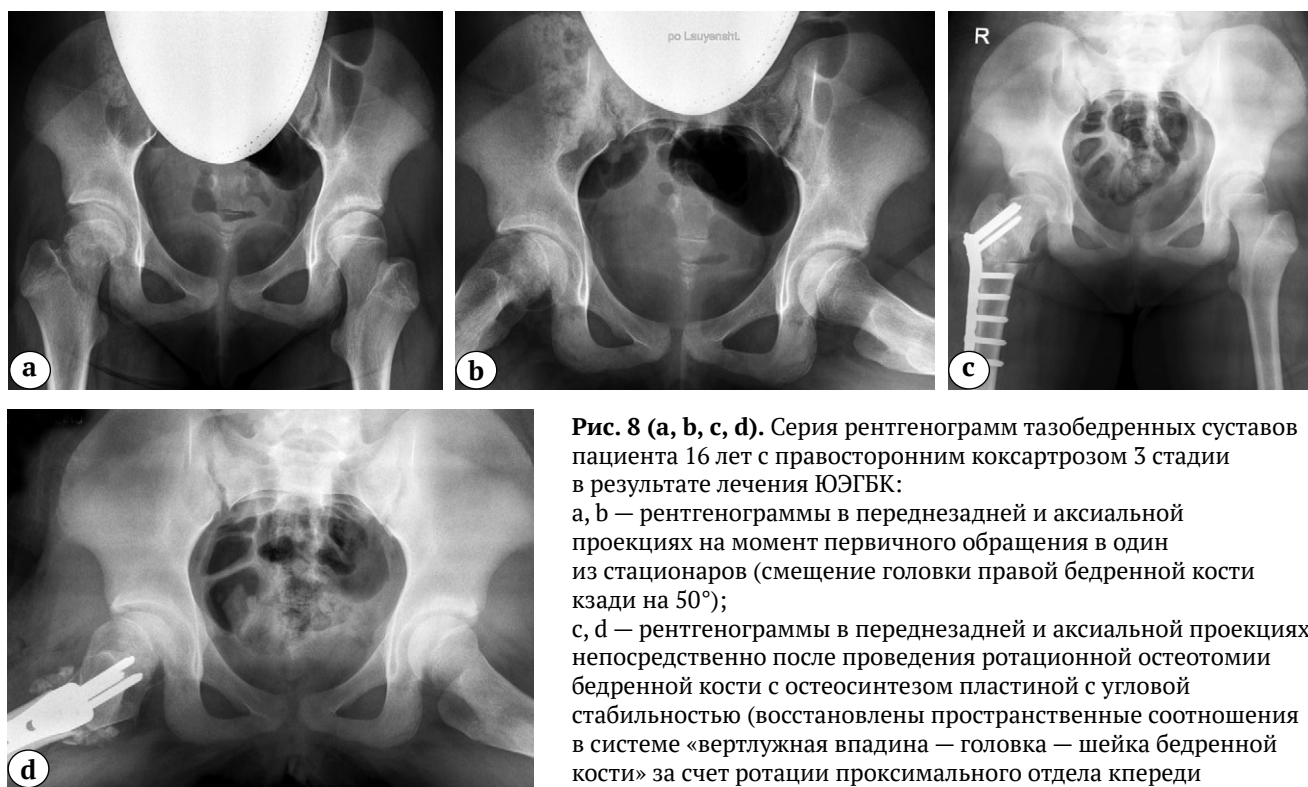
(a, b, c, d). Серия рентгенограмм тазобедренных суставов пациента 16 лет с правосторонним коксартрозом 3 стадии в результате лечения ЮЭГБК:
